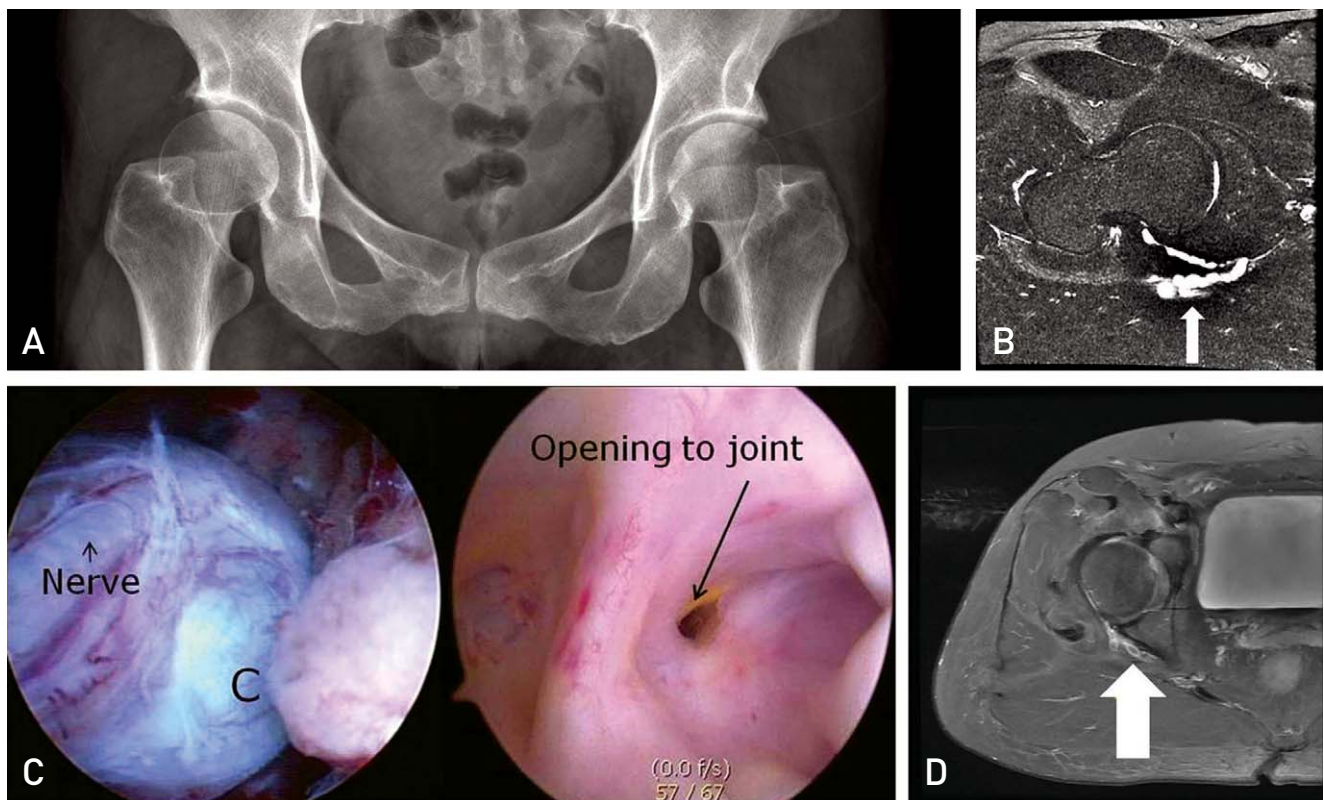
45 years-old female with Rt buttock pain and radiating to leg. (A) Plain radiograph shows the prominent acetabular rim. (B) In MRI, cyst exist from posterior to posteroinferior of the hip joint and multinodular cysts situated along the sciatic nerve (arrows). (C) Arthroscopic finding shows cyst (C) around sciatic nerve and opening to joint (arrow). (D) Extraarticular cyst have been nearly disappeared at POD 22months on MRI. But, cysts around acetabulum was still existed.
